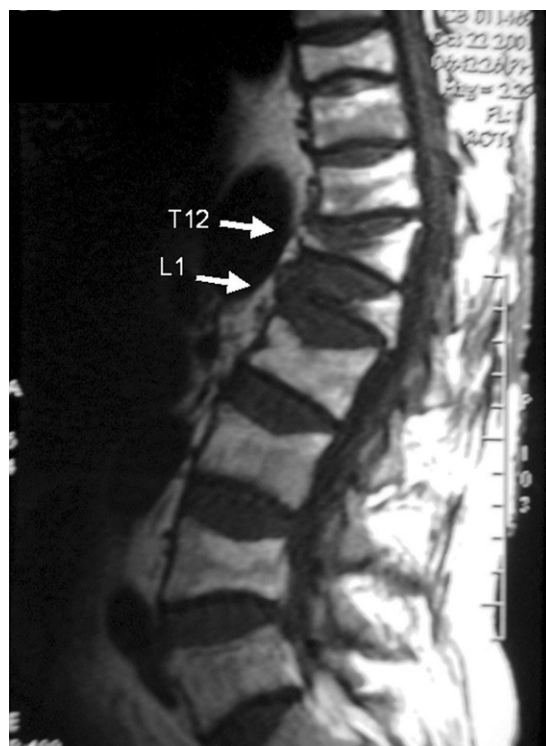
IRM du rachis thoracolombaire chez un patient atteint d'une maladie de Cushing. Tassements vertébraux étagés de T12 à L5, avec notamment deux tassements cunéiformes majeurs de T12 et L1.
